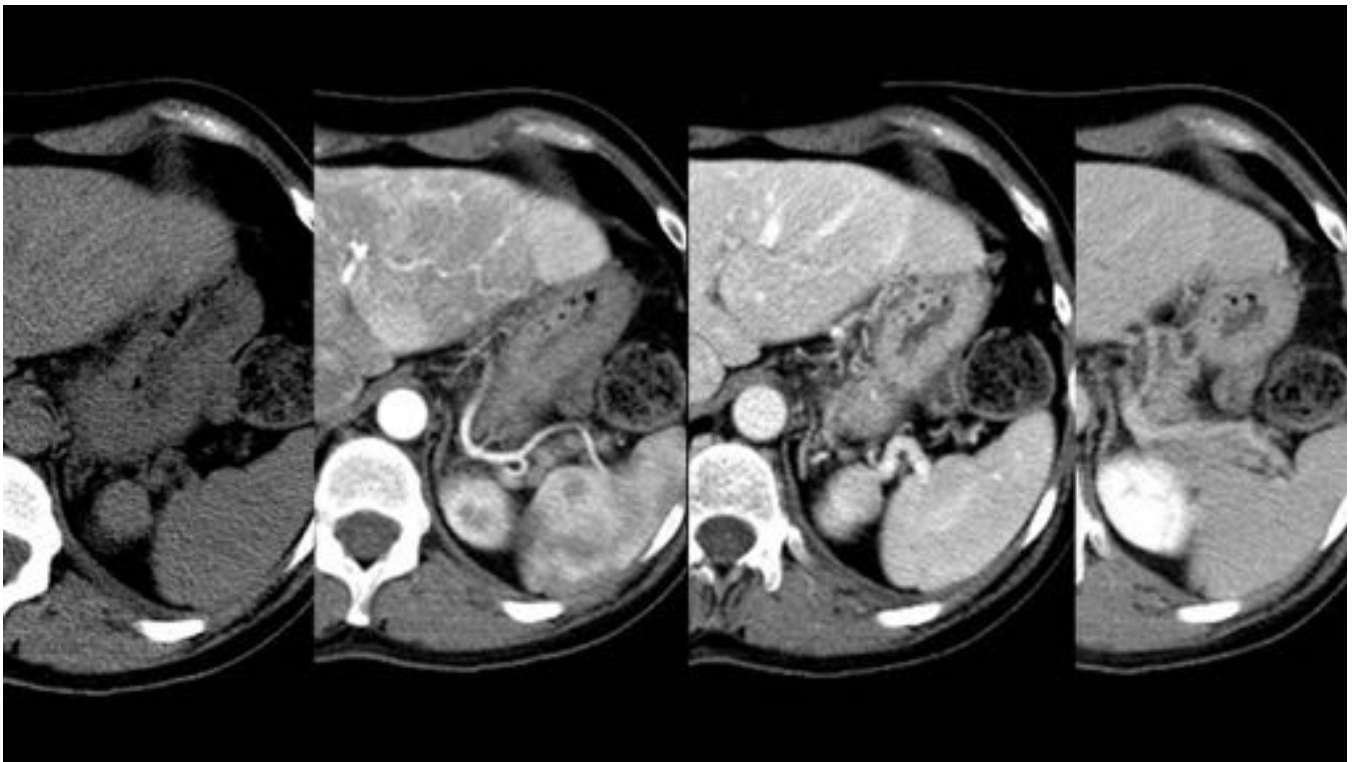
TC hepático en fase basal, arterial, portal y de equilibrio. Lesión isodensa con el parénquima en la serie basal, hipervascular en la serie arterial y que permanece casi isodensa en el resto de las series en relación con otra hiperplasia nodular focal.
